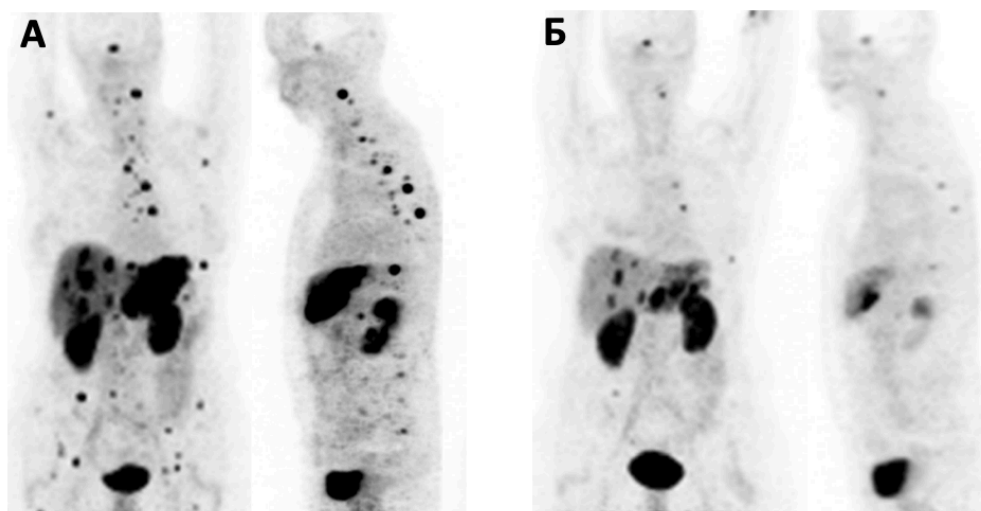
ПЭТ-томограммы пациента с метастазирующей примитивной нейроэндокринной опухолью (PNET) до терапии (А) и через 6 месяцев (Б) после инъекции ^{213}Bi -DOTATOC (10,5 ГБк) [170].
